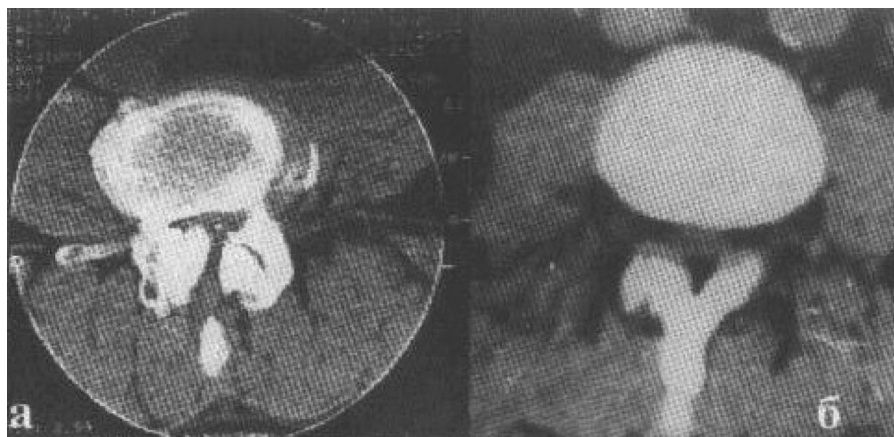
КТ диагностика стенозов поясничного отдела позвоночного канала: а – гипертрофия дугоотростчатых суставов с деформацией позвоночного канала по типу трилистника; б – гипертрофия желтых связок
